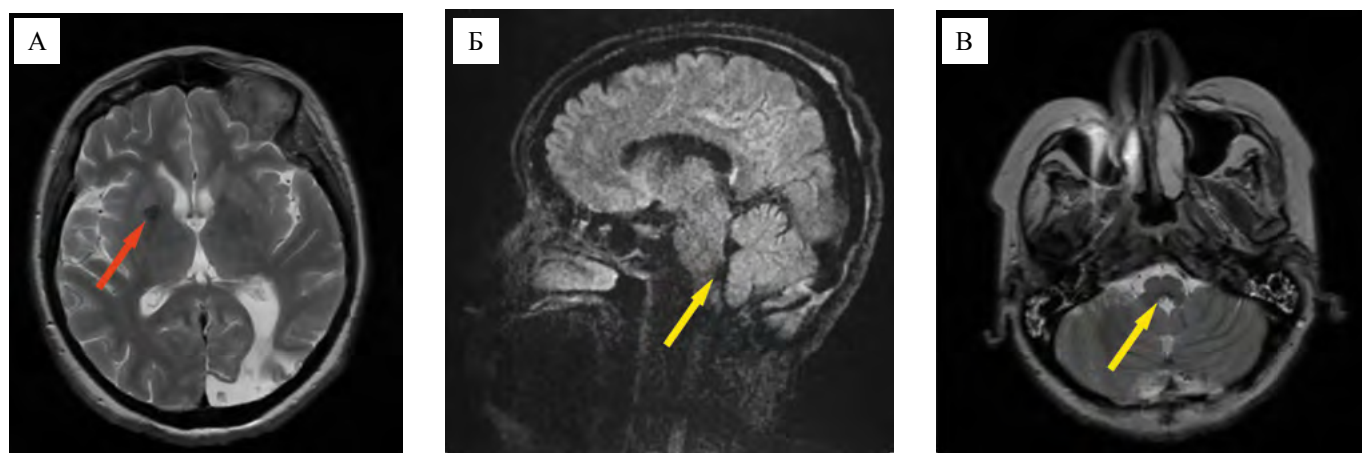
Магнитно-резонансные томограммы пациентки К. от 29.12.2022: А — аксиальная проекция на уровне больших полушарий, режим T2; Б — сагиттальная проекция, режим SWI/SWAN; В — аксиальная проекция на уровне ствола головного мозга, режим T2. Красная стрелка указывает на кавернозную мальформацию правой подкорковой области. Желтые стрелки указывают на послеоперационные изменения в варолиевом мосту
